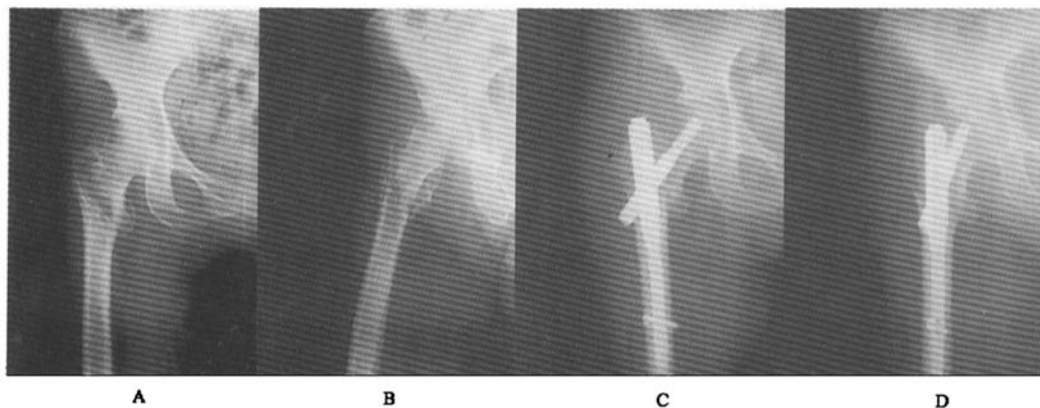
股骨转子间骨折X线表现 A、B:术前正侧位;C、D:PFN-A固定术后正侧位
